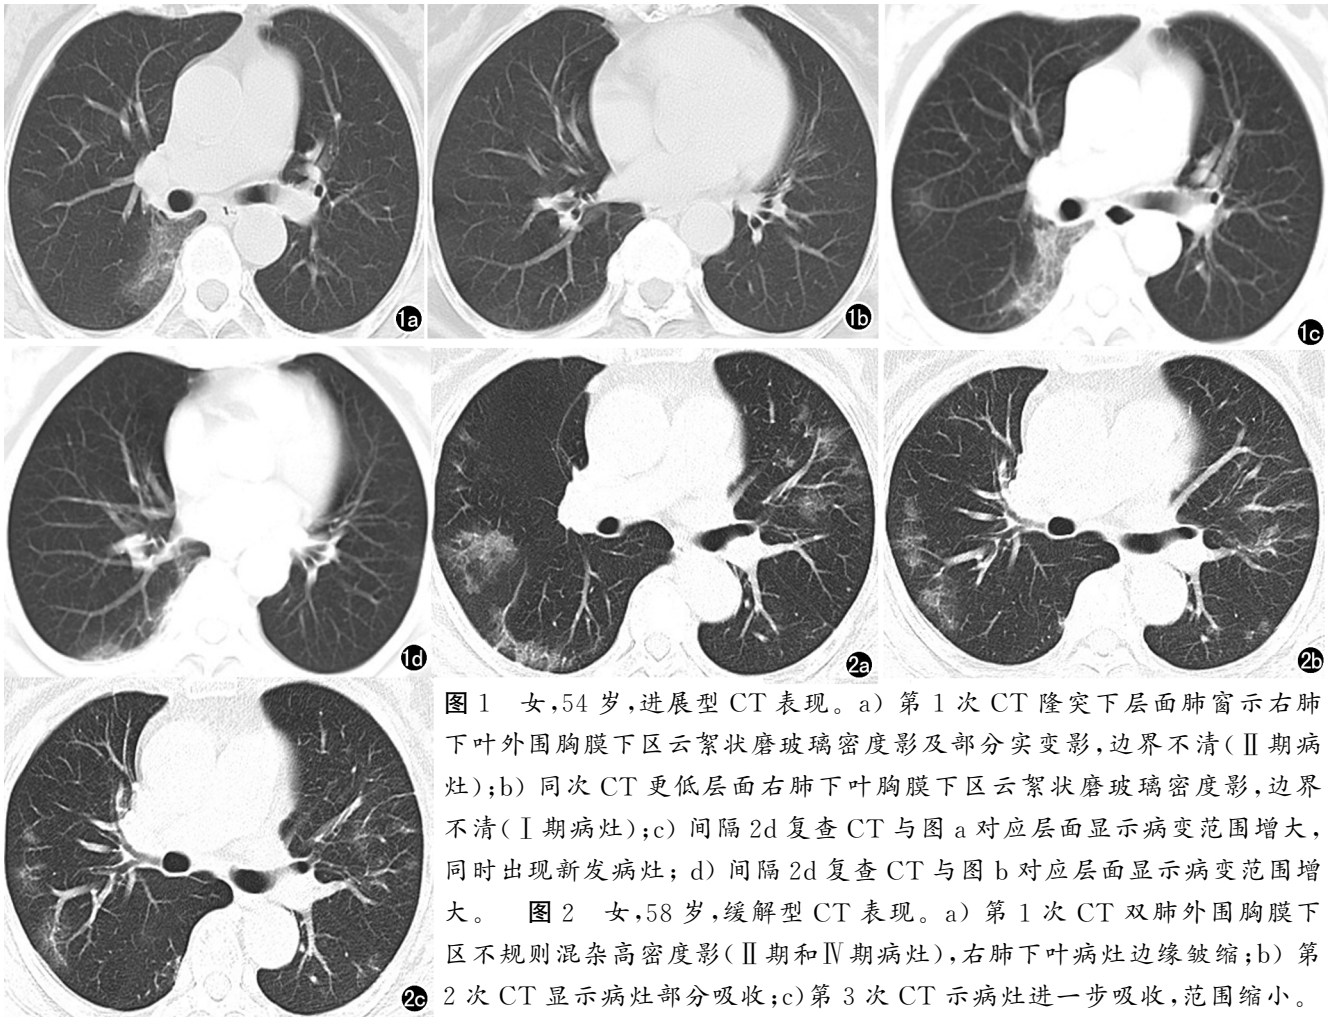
女,54 岁,进展型 CT 表现。a) 第 1 次 CT 隆突下层面肺窗示右肺下叶外周胸膜下区云絮状磨玻璃密度影及部分实变影,边界不清(Ⅱ期病灶);b) 同次 CT 更低层面右肺下叶胸膜下区云絮状磨玻璃密度影,边界不清(Ⅰ期病灶);c) 间隔 2d 复查 CT 与图 a 对应层面显示病变范围增大,同时出现新发病灶;d) 间隔 2d 复查 CT 与图 b 对应层面显示病变范围增大。图 2 女,58 岁,缓解型 CT 表现。a) 第 1 次 CT 双肺外周胸膜下区不规则混杂高密度影(Ⅱ期和Ⅳ期病灶),右肺下叶病灶边缘皱缩;b) 第 2 次 CT 显示病灶部分吸收;c) 第 3 次 CT 示病灶进一步吸收,范围缩小。
